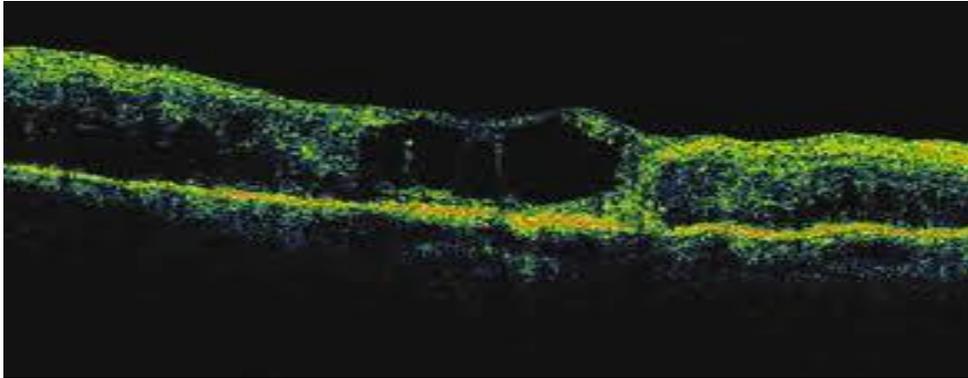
E 3: Fotografía de tomografía de coherencia óptica con desprendimiento del neuroepitelio. Aislado o asociado a engrosamiento retiniano simple o quístico.
